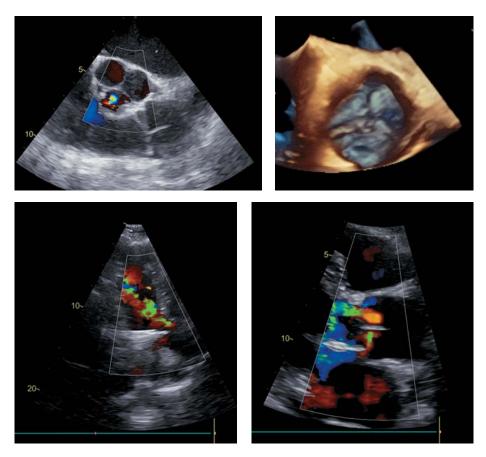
Transthoracic EchoCG. AV leaflets are thickened, right coronary leaflet is deformed (with edge deficiency), grade 3–4 aortic regurgitation.
